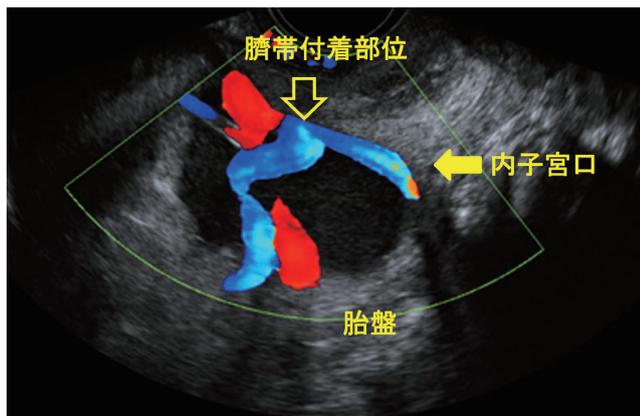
症例1 妊娠28週 経陰超音波検査(カラードブラ法)
